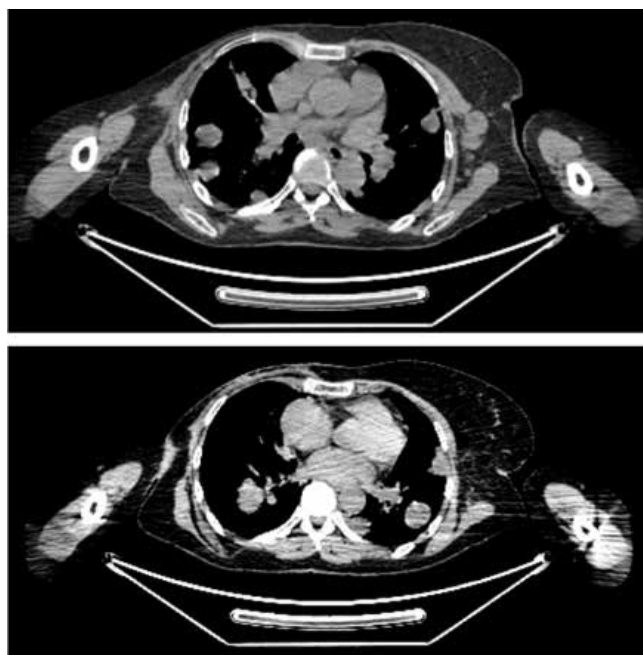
ПЭТ-КТ от 10.2019: множественные метастазы в легкие и лимфатические узлы средостения.
